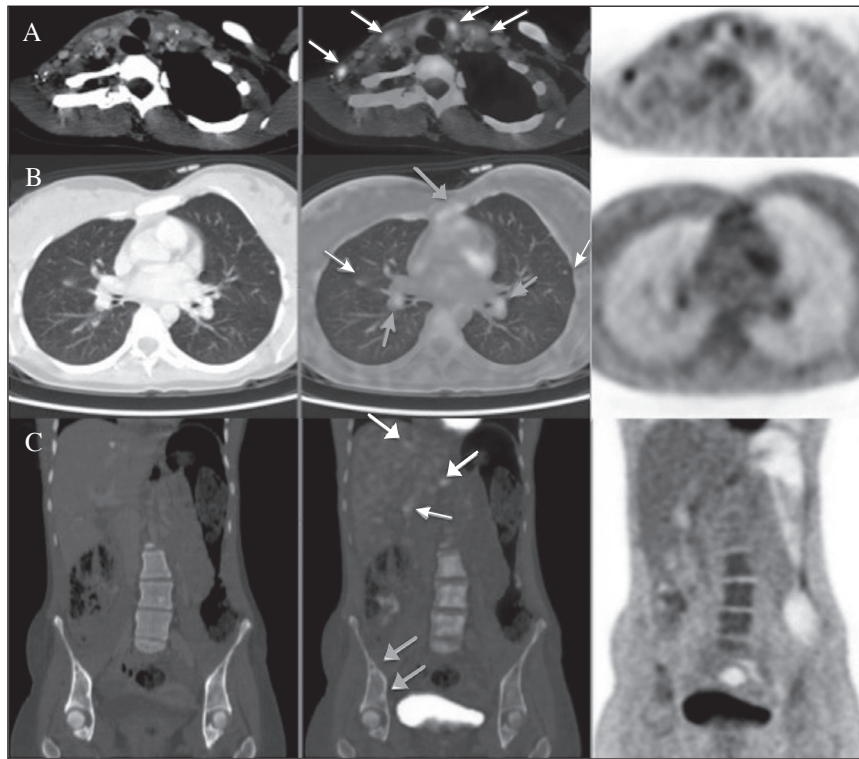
Corresponde a la misma paciente de la figura anterior tras tratamiento con sunitinib durante 6 meses. Las cifras de Ct se incrementaron a 15 830 pg/ml. Se realizó una gammagrafía con  $^{123}\text{I}$ -MIBG, que no mostró captaciones patológicas. Sin embargo, en la PET/TC se observó progresión de enfermedad, con incremento en el número de lesiones y en la intensidad de captación respecto a la PET/TC previa, en adenopatías cervicales (A, flechas blancas), hiliares (B, flechas gris punta fina) y en hilio hepático (C, flecha blanca punta fina), aparición de lesiones hepáticas (C, flechas blancas punta gruesa) y óseas en esternón (B, flecha gris punta gruesa) y en iliaco derecho (C, flechas grises punta gruesa). Discreto crecimiento de nódulos pulmonares bilaterales que muestran leve captación de FDG (B, flechas blancas punta fina). Se realizó linfadenectomía cervical derecha, con confirmación de afectación metastásica en estudio histopatológico. Tras iniciar exploración en el lado izquierdo y comprobar afectación macroscópica de la vena yugular, se detuvo la intervención. La paciente continuó tratamiento con sunitinib y se decidió radioterapia paliativa cervical.
